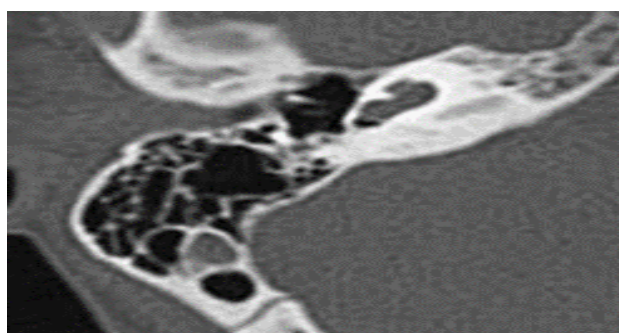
The appearance of cochlear hypoplasia in the temporal HRCT
